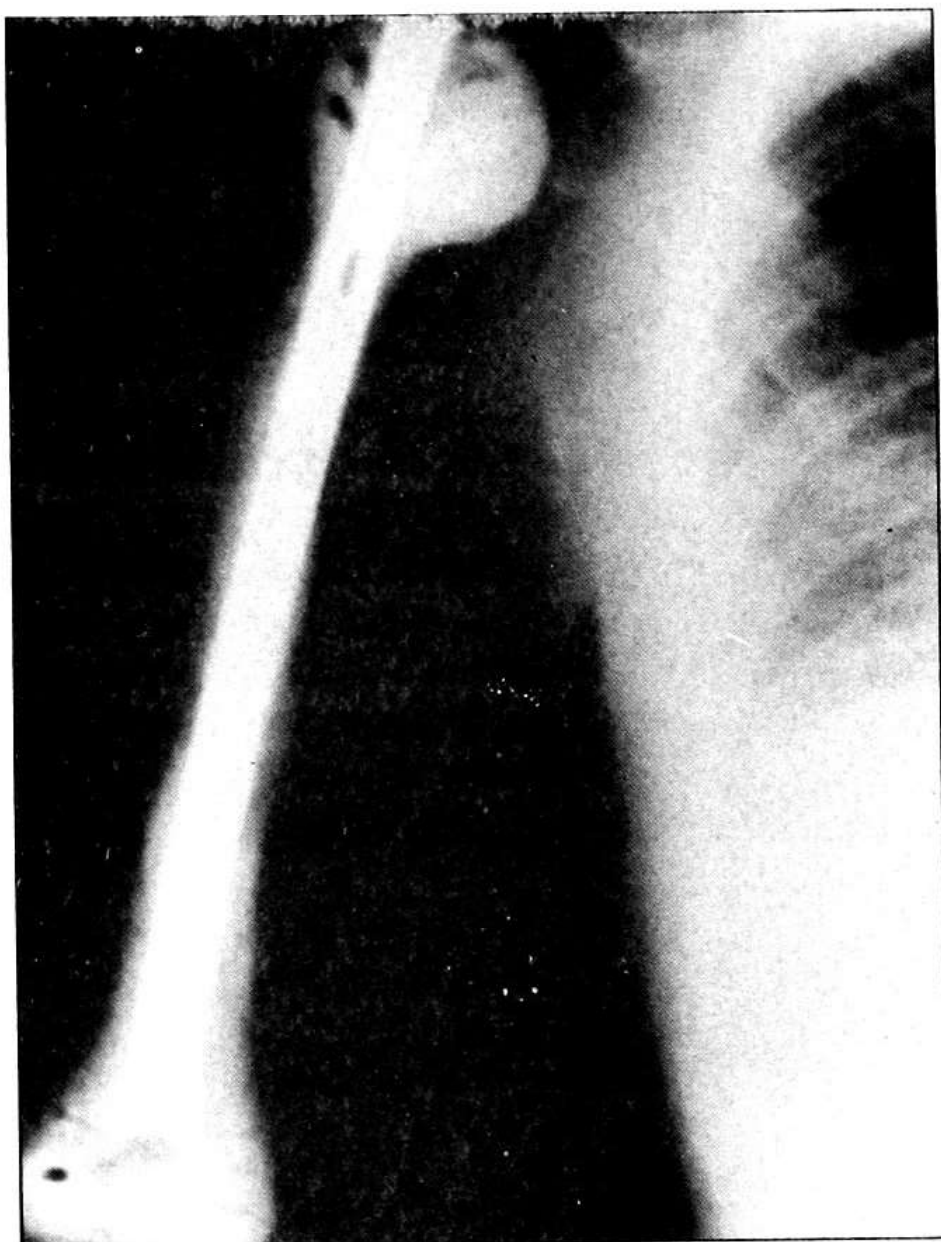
RADIOGRAFIA ANTEROPOSTERIOR DEL BRAZO DERECHO A LOS 13 MESES DEL POSTOPERATORIO. Endoprótesis total de húmero in-situ. Es visible el vástago central metálico utilizado como refuerzo.
